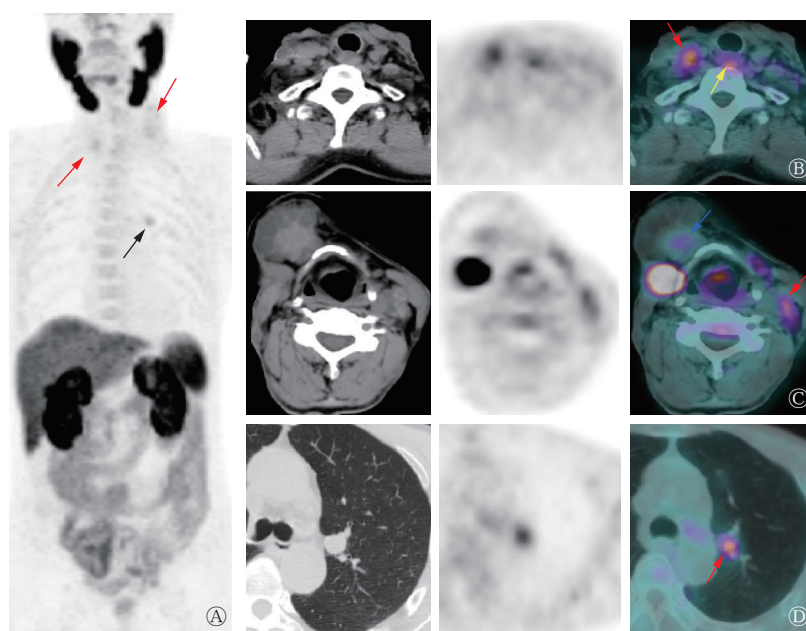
放射性碘难治性分化型甲状腺癌患者(男性, 69岁)的 ^{18}F -PSMA PET/CT图 A为 ^{18}F -PSMA PET/CT显像全身MIP图, 示双侧颈部多发放射性摄取增高灶(红色箭头所示)及左肺放射性摄取增高灶(黑色箭头所示); B、C从左至右分别为颈部横断面CT、PET、PET/CT图, 示双侧颈部及双侧锁骨区多发转移灶伴放射性摄取增高(红色箭头所示), 其中, B图示气管右后方病灶, 大小约 $2.8\text{ cm}\times 1.5\text{ cm}\times 1.1\text{ cm}$, SUV_{max} 为3.79(黄色箭头所示), C图示甲状软骨右前方囊性肿块, 大小约 $4.5\text{ cm}\times 4.6\text{ cm}\times 4.6\text{ cm}$, 实性成分放射性摄取增高, SUV_{max} 为2.15(蓝色箭头所示); D从左至右分别为肺部横断面CT、PET、PET/CT图, 示左肺上叶前段结节(红色箭头所示), 肺窗示结节大小约 $1.5\text{ cm}\times 1.3\text{ cm}\times 1.2\text{ cm}$, SUV_{max} 为3.16。PSMA为前列腺特异性膜抗原; PET为正电子发射断层显像术; CT为计算机体层摄影术; MIP为最大密度投影; SUV_{max} 为最大标准化摄取值
